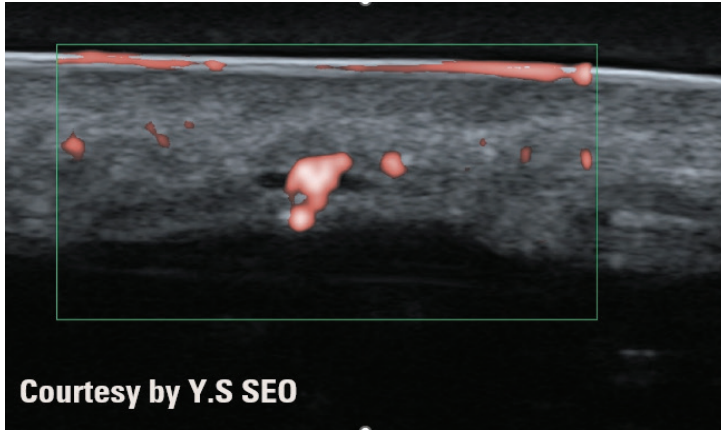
극초정밀초음파(33 MHz Matrix Ultrafine probe, produced by Canon)에서 스킨부스터 시술 후 미세혈류가 제한되어 있는 소견
